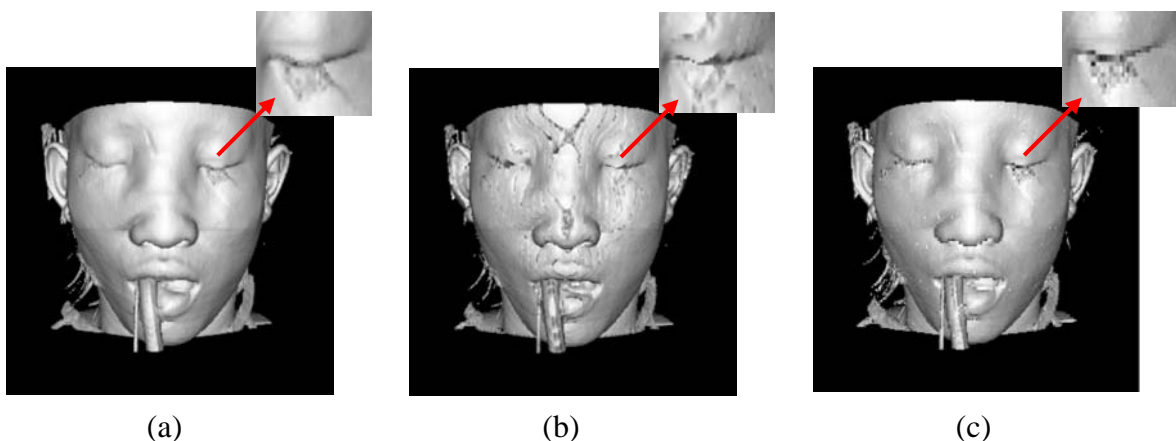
Imagens geradas com o algoritmo *ray casting* (volume de dados correspondente a uma cabeça de mulher obtido via CT e disponibilizado com a biblioteca VTK [SCH 98] [SCH 2000]). (a) imagem de boa qualidade; (b) perda de qualidade devido a alterações no parâmetro passo de amostragem; (c) alteração do tipo de interpolação (interpolação pelo vizinho mais próximo).
